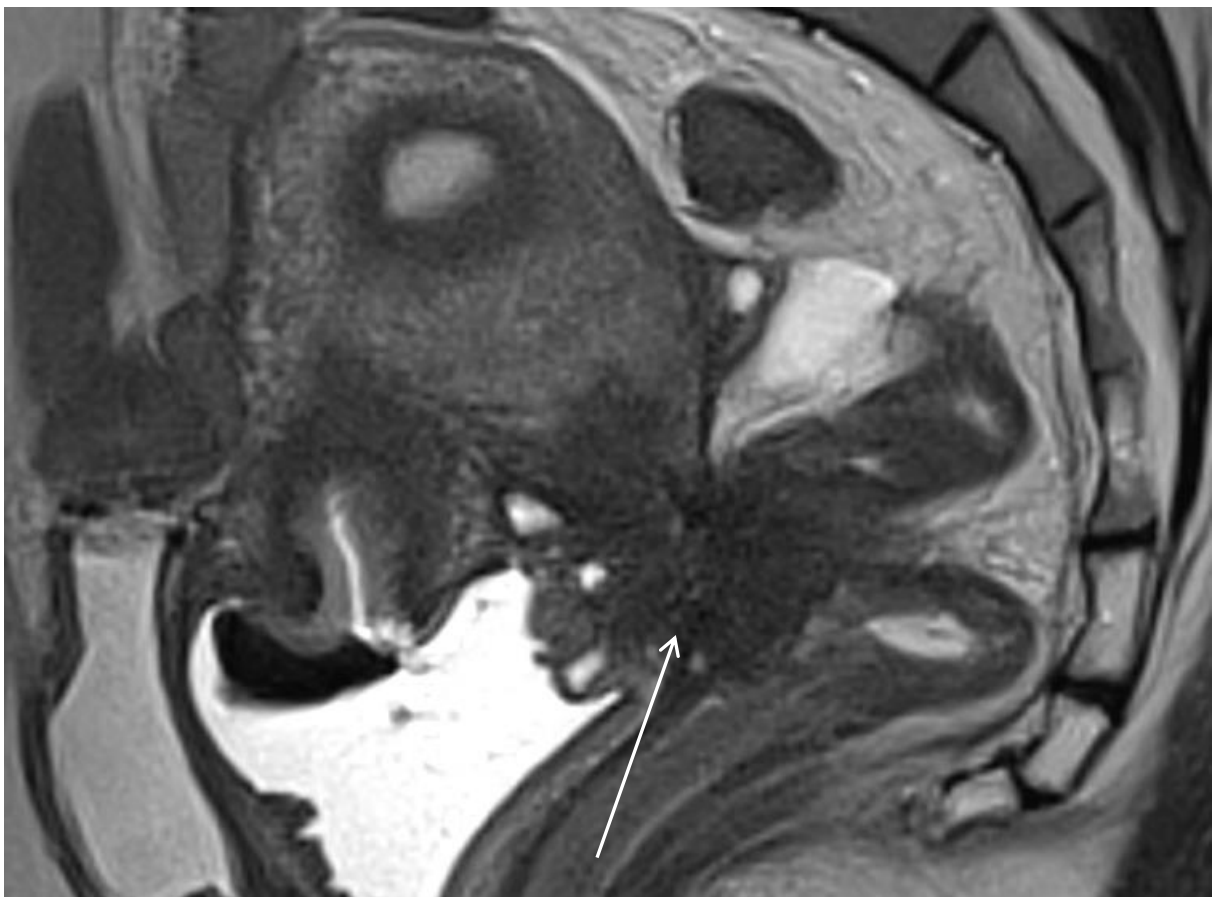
IRM séquence sagittale T2 FS : volumineuse lésion rétractile du torus étendue au cul-de-sac vaginal postérieur en hyposignal (flèche blanche). Atteinte associée du sigmoïde en arrière.
